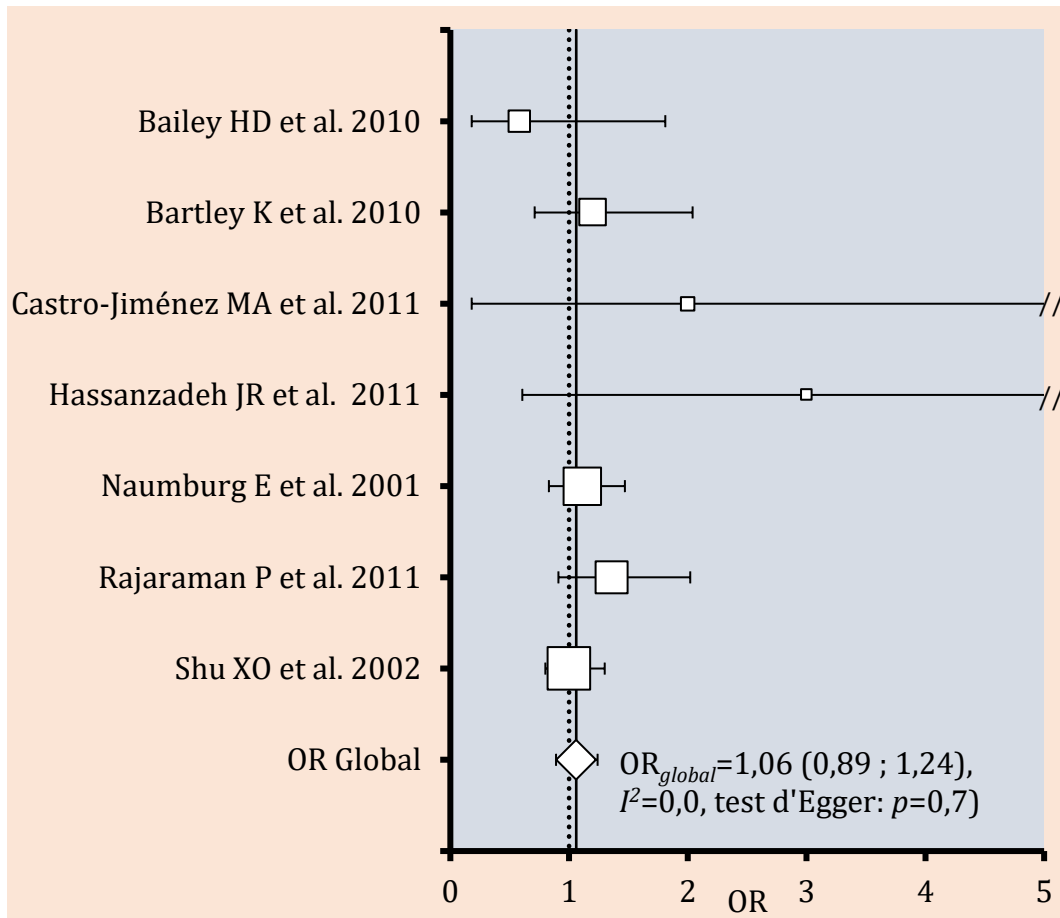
Odds ratio (OR) des différentes études et OR global du risque de leucémie après exposition diagnostique prénatale à la radiographie conventionnelle estimé par MEF (adapté de Abalo *et al.* [42]). Lignes horizontales : limites de l'intervalle de confiance, Carrés blancs : poids de chaque étude individuelle (1/variance), Ligne verticale pointillée : Valeur nulle (pour OR=1), Ligne verticale continue : valeur autour de l'OR global estimé par MEF, I^2 : test d'hétérogénéité d'Higgins *et al.* [74].
